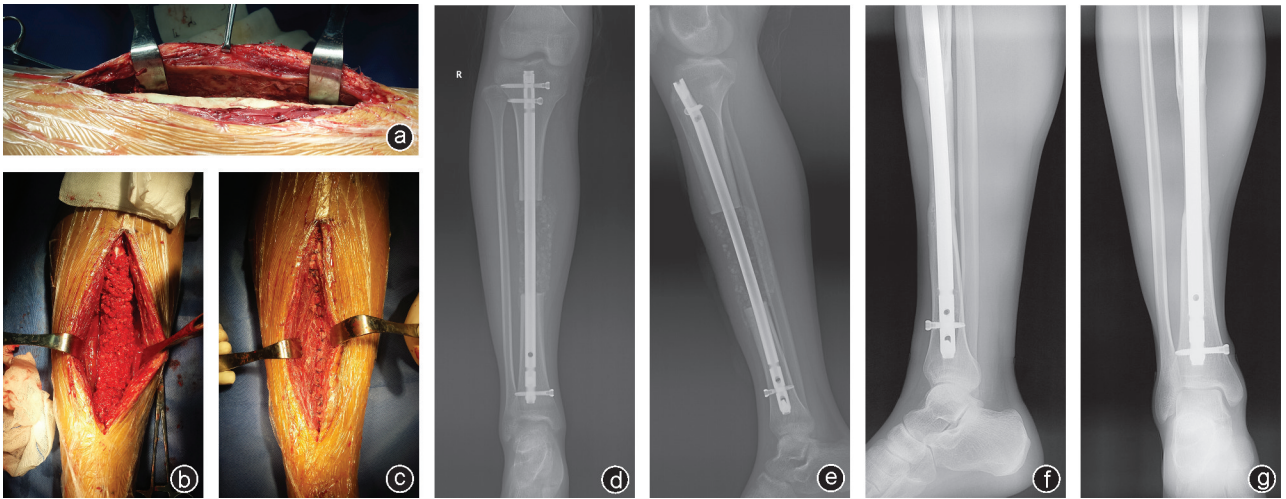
病例2,男,18岁,胫骨中段动脉瘤样骨囊肿 a:植骨前诱导膜形成不完整,局部有缺损;b:诱导膜内充分植骨;c:缝合诱导膜;d,e:肿瘤切除,第二阶段植骨后正侧位X线片,显示植骨充分;f,g:植骨愈合,但前侧、外侧成骨菲薄
